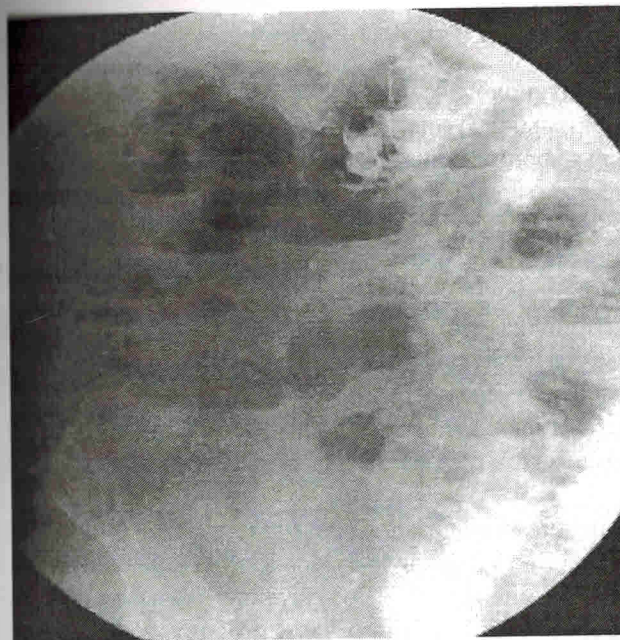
Обзорная рентгенограмма брюшной полости. Избыточное скопление газа и жидкости в тонкой и толстой кишке.
